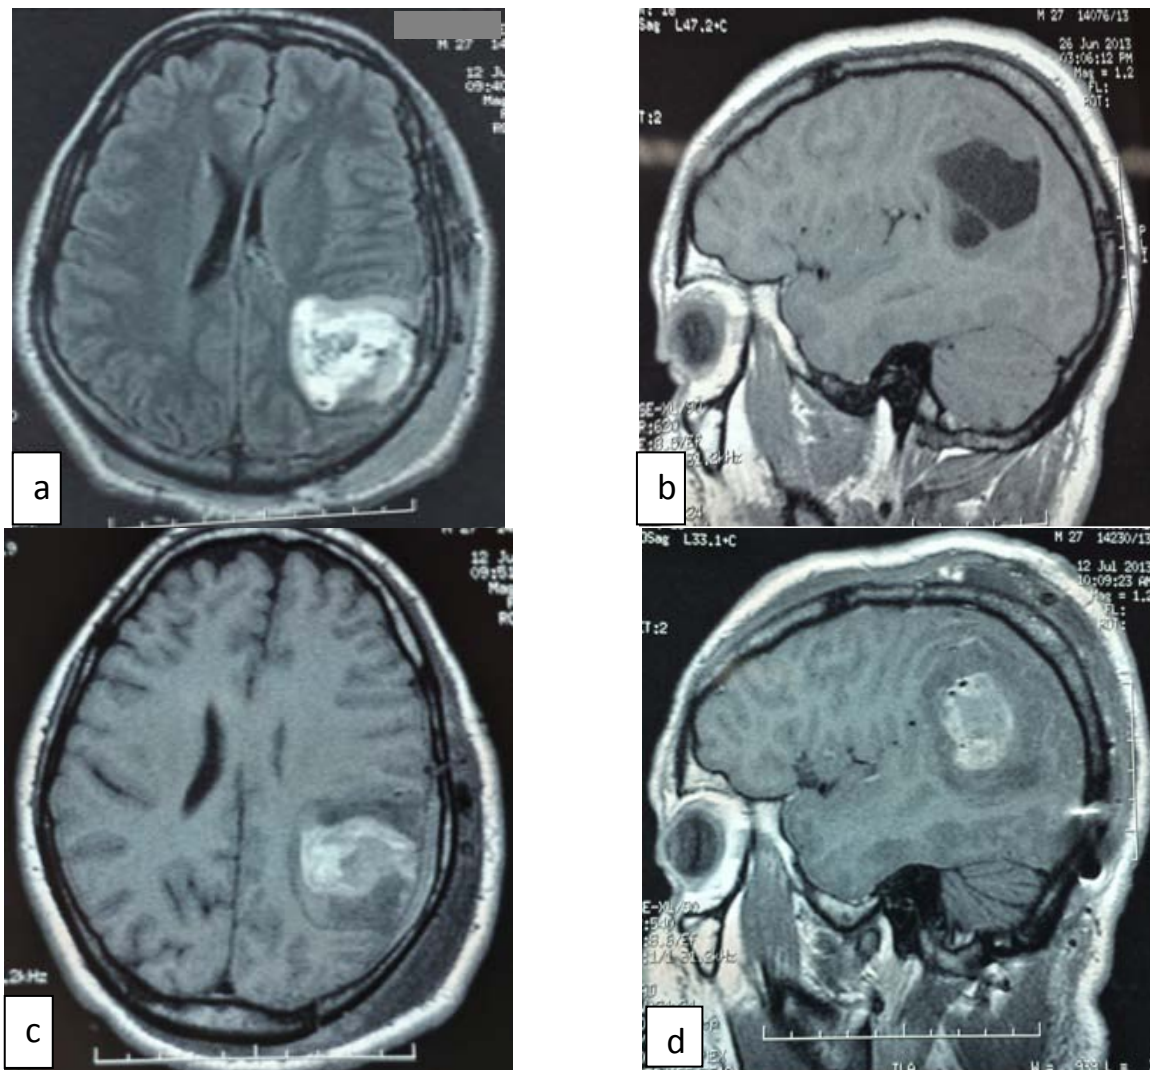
a) , b) : IRM préopératoire d'un patient âgé de 27 ans admis initialement pour état de mal convulsif. qui montre en séquence Flair (a) une Lésion pariétale hétérogène, cortico sous corticale , renfermant des zones kystiques et des zones solides, entourée d'une plage d'œdème périlésionnel , et exerce un effet de masse sur la ligne médiane .et ne prend pas le contraste en séquence T1 avec injection du gadolinium (b) .
